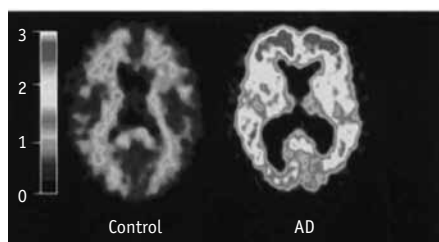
Imagen que muestra las diferencias en la retención del compuesto PIB en individuos control y en enfermos de Alzheimer (AD) mediante PET. Imagen modificada de [39].*
